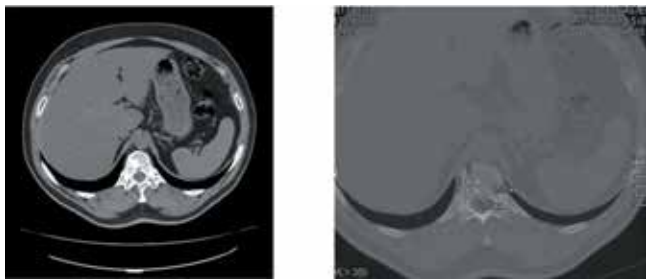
Компьютерная томография (26.03.2015): в Th12 визуализируется остеобластический очаг размером 1,6 × 1,8 см
